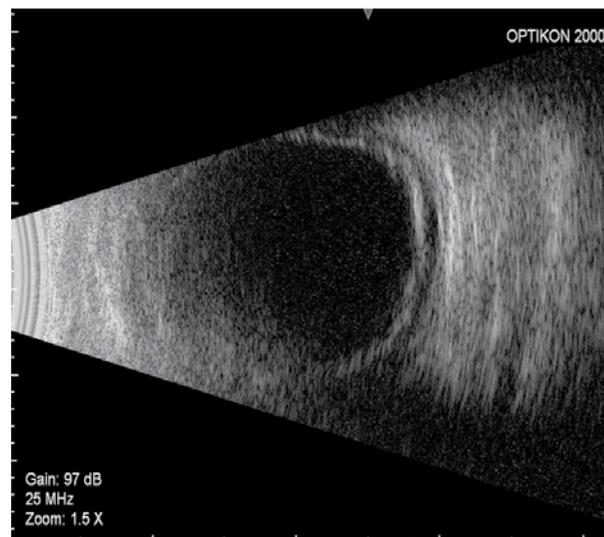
УЗИ левого глаза: плоская отслойка сосудистой оболочки во всех отделах
